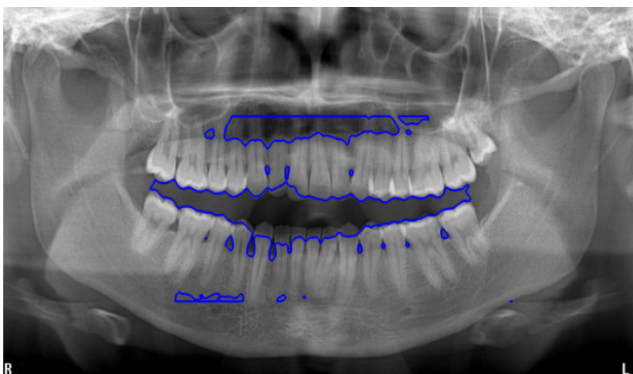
Imagen digital de contornos de la radiografía panorámica dental
